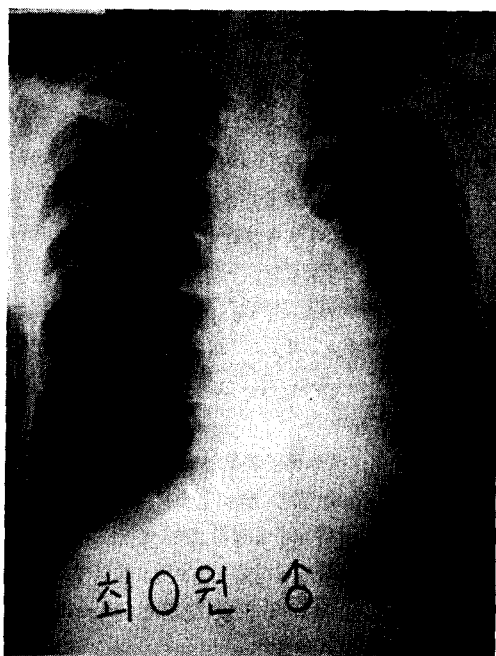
Preoperative chest X-ray in Case 3.
